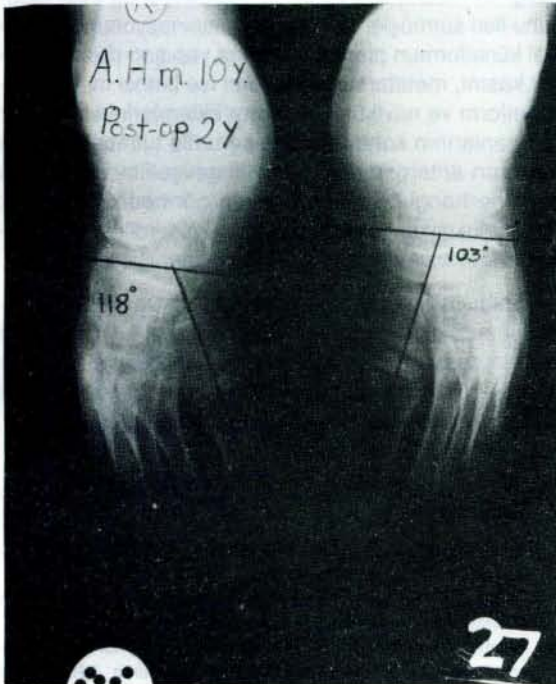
Bilateral metatarsus varuslu bir hastamızın 6.5 yıl sonraki radyografisi navikülometatarsal açı normal sınırlar içerisindedir.
